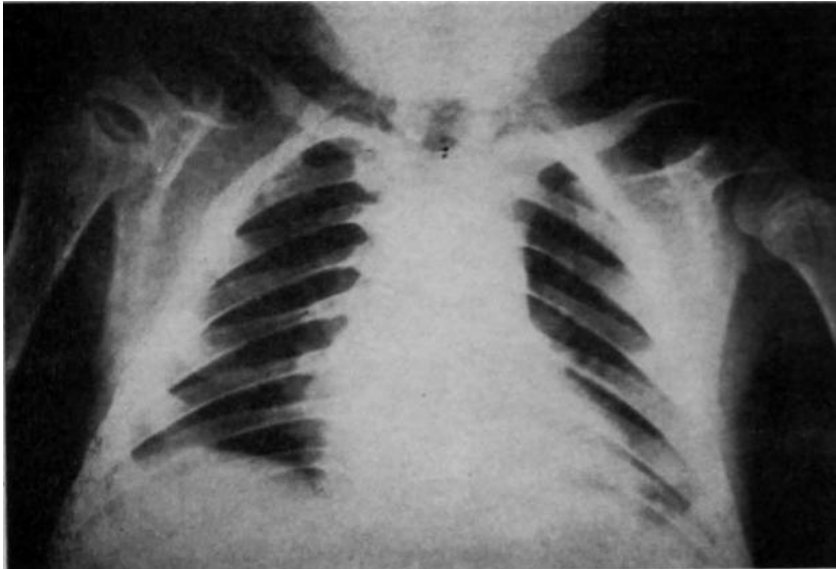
Radiografía anteroposterior del tórax, en el que destaca la horizontalidad de las costillas v su morfología típica en aspecto de "remo", por contrastar el aspecto | ensanchado de sus dos tercios anteriores con la estrechez de su tercio yuxtavertebral.
